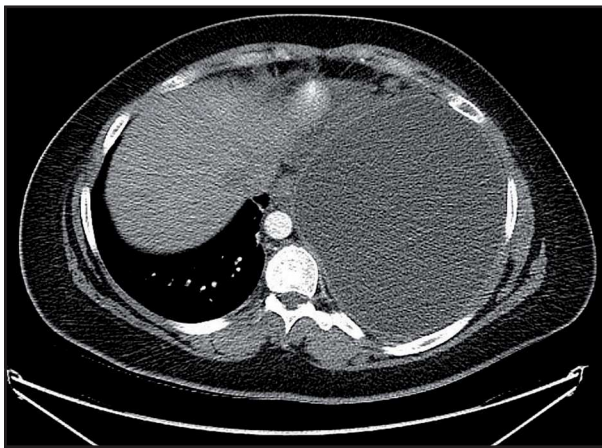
TC que muestra el aparente derrame pleural izquierdo.
